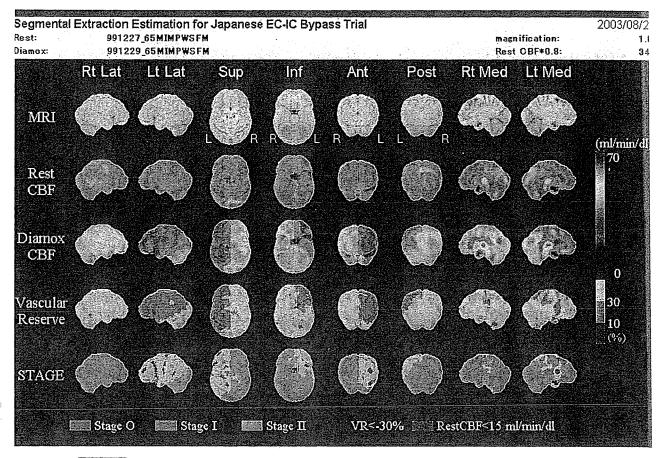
図 4-9 の症例での術前脳血流 SPECT の SEE 解析
